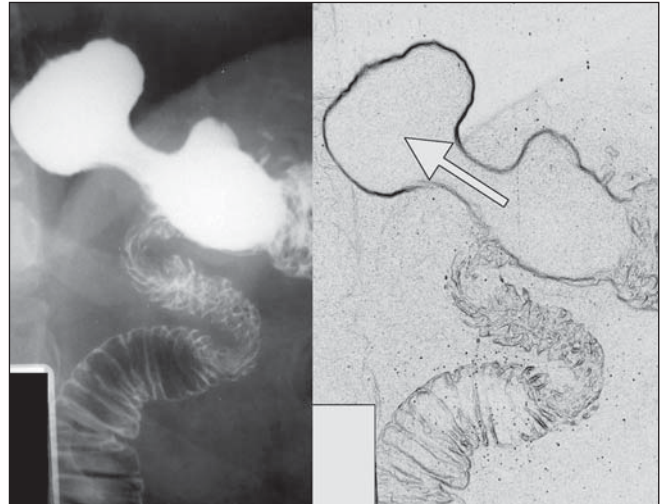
Radiografia contrastada em perfil evidenciando hérnia do fundo gástrico deslizando através do hiato esofágico (seta).
